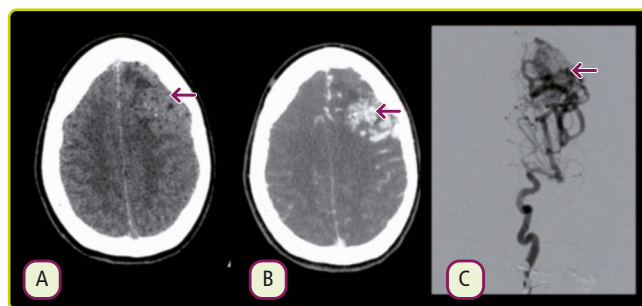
Malformación arteriovenosa. TC craneal simple con imágenes hiperdensas corticales frontales izquierdas con calcificaciones serpiginosas tubulares (A). Dichas estructuras captan realce tras la administración de contraste intravenoso (B). La angiografía cerebral selectiva confirma su origen vascular (C).
